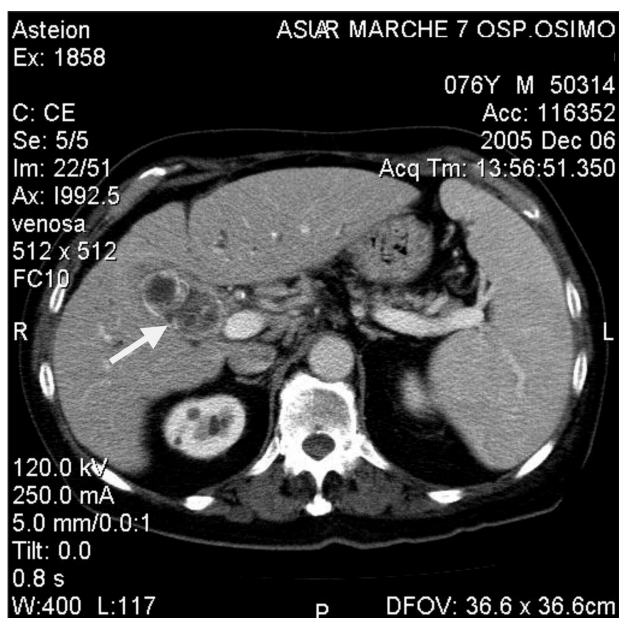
TC addome con mezzo di contrasto. La freccia indica le grossolane formazioni litiasiche in ambito colecistico.
